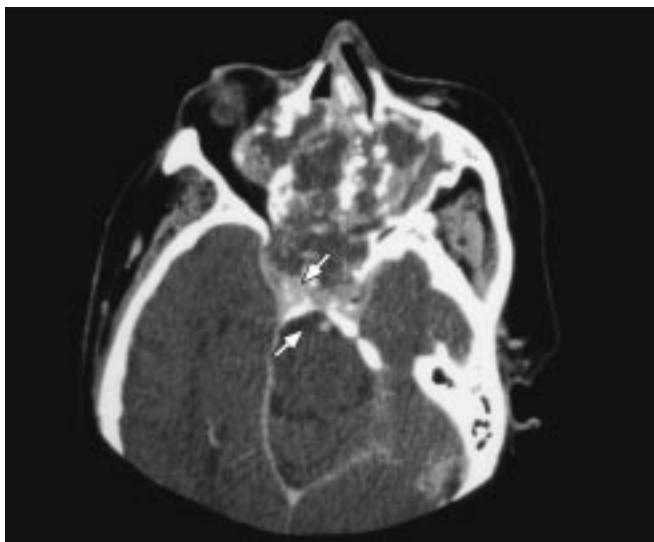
Condrossarcoma. Corte axial de tomografia computadorizada. Destruição de base de crânio, envolvendo seio cavernoso e sela túrcica (setas).
